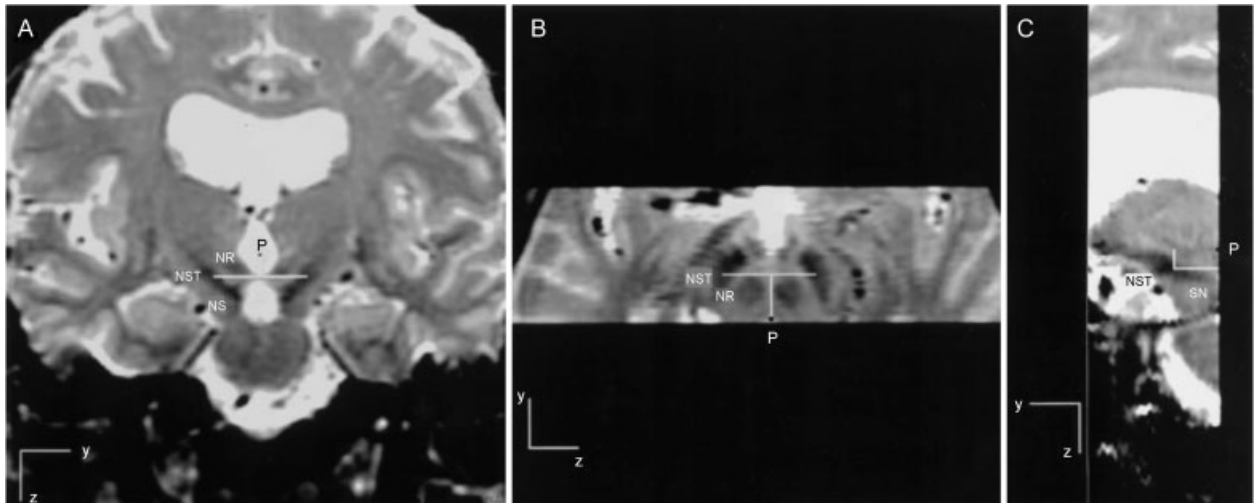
Visualização do NST utilizando imagem multiplanar, coronal, reformatada em *T2-weighted*. (A) Imagem coronal mostrando um corte perpendicular ao plano da linha entre a comissura anterior e a comissura posterior, com três estruturas hipointensas que correspondem ao NST, à borda anterior do NR e à SN. A coordenada *x* é calculada como a metade da distância entre os centros dos dois NST. A coordenada *z* representa a distância entre P (projção da comissura posterior) e a linha que cruza os NST. A linha horizontal representa o nível do plano de corte da visão axial de B. (B) Visão axial revelando o NR e o NST. A coordenada *y* é representada pela distância (linha branca vertical) entre P e a linha branca horizontal. Essa linha transpassa a borda anterior do NR e o centro dos dois NST. (C) Visão parassagital. As linhas brancas horizontal e vertical são projeções das linhas brancas das visões axial e coronal e representam as coordenadas *y* e *z*, respectivamente.¹³ Abreviações: NR, núcleo rubro; NST, núcleo subtalâmico; SN, substância negra.
